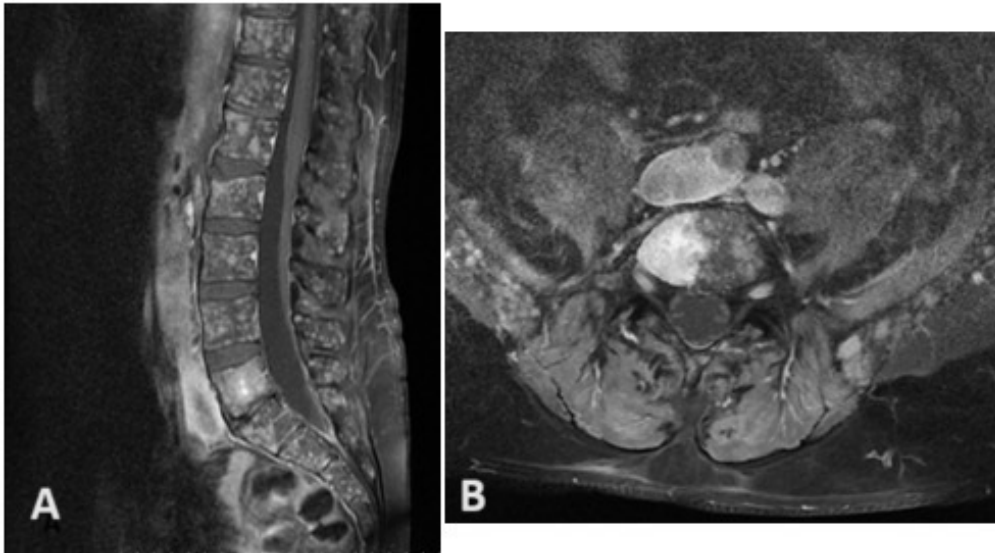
Imágenes de secuencia T1 de RMN lumbosacra con contraste.
